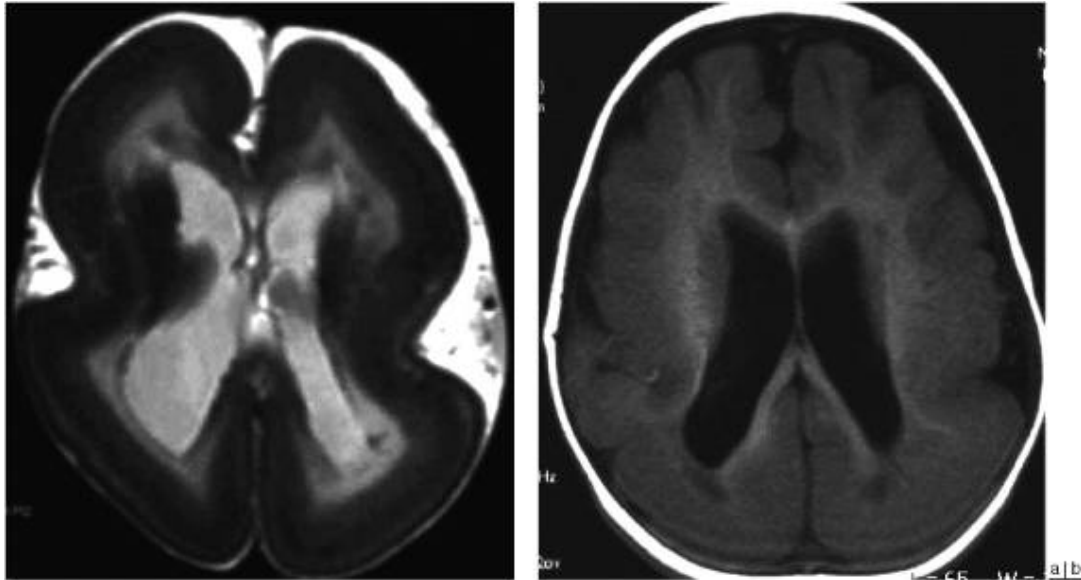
Aspects radiologiques des lissencéphalies de type 1. (a) : lissencéphalie de type 1 (IRM en pondération T2). Aspect en « 8 » du cerveau dû au défaut d'operculation des vallées sylviennes. Agyrie avec aspect complètement lisse de la surface cérébrale. Une fine couche corticale superficielle est séparée des couches sous-jacentes n'ayant pas migré, par une étroite bande de substance blanche. Les ventricules sont dilatés. (b) : lissencéphalie de type 1 (IRM de pondération T1). Agyrie-pachygyrie de gradient postéro-antérieur. Le ruban cortical est épais, avec une quasi agyrie postérieure et une gyration antérieure peu marquée.
